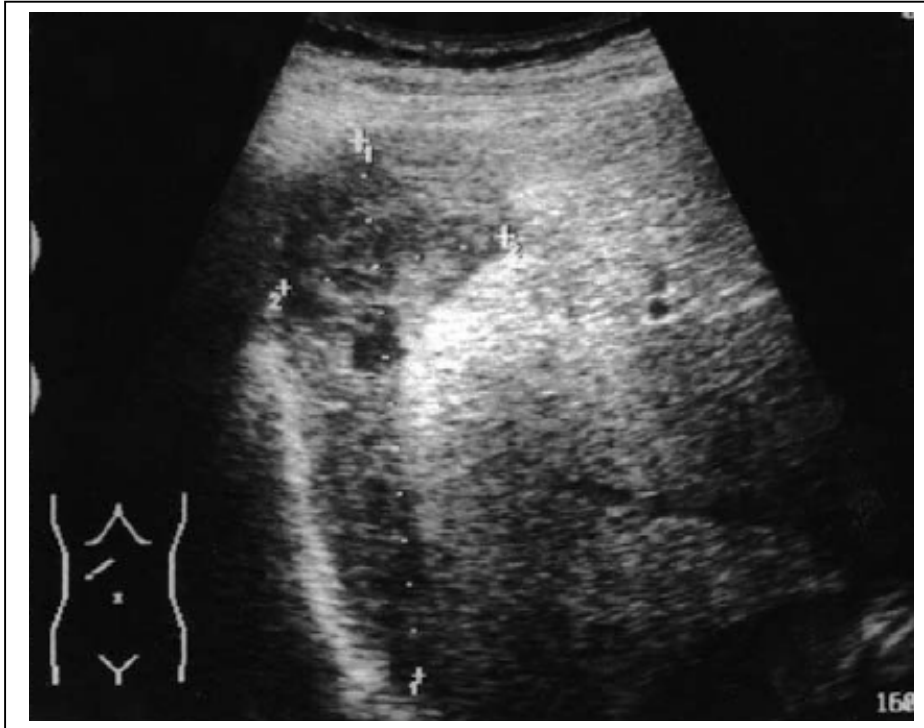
examen échographique montrant l'hématome sous capsulaire du foie comprimant le parenchyme adjacent [41].
